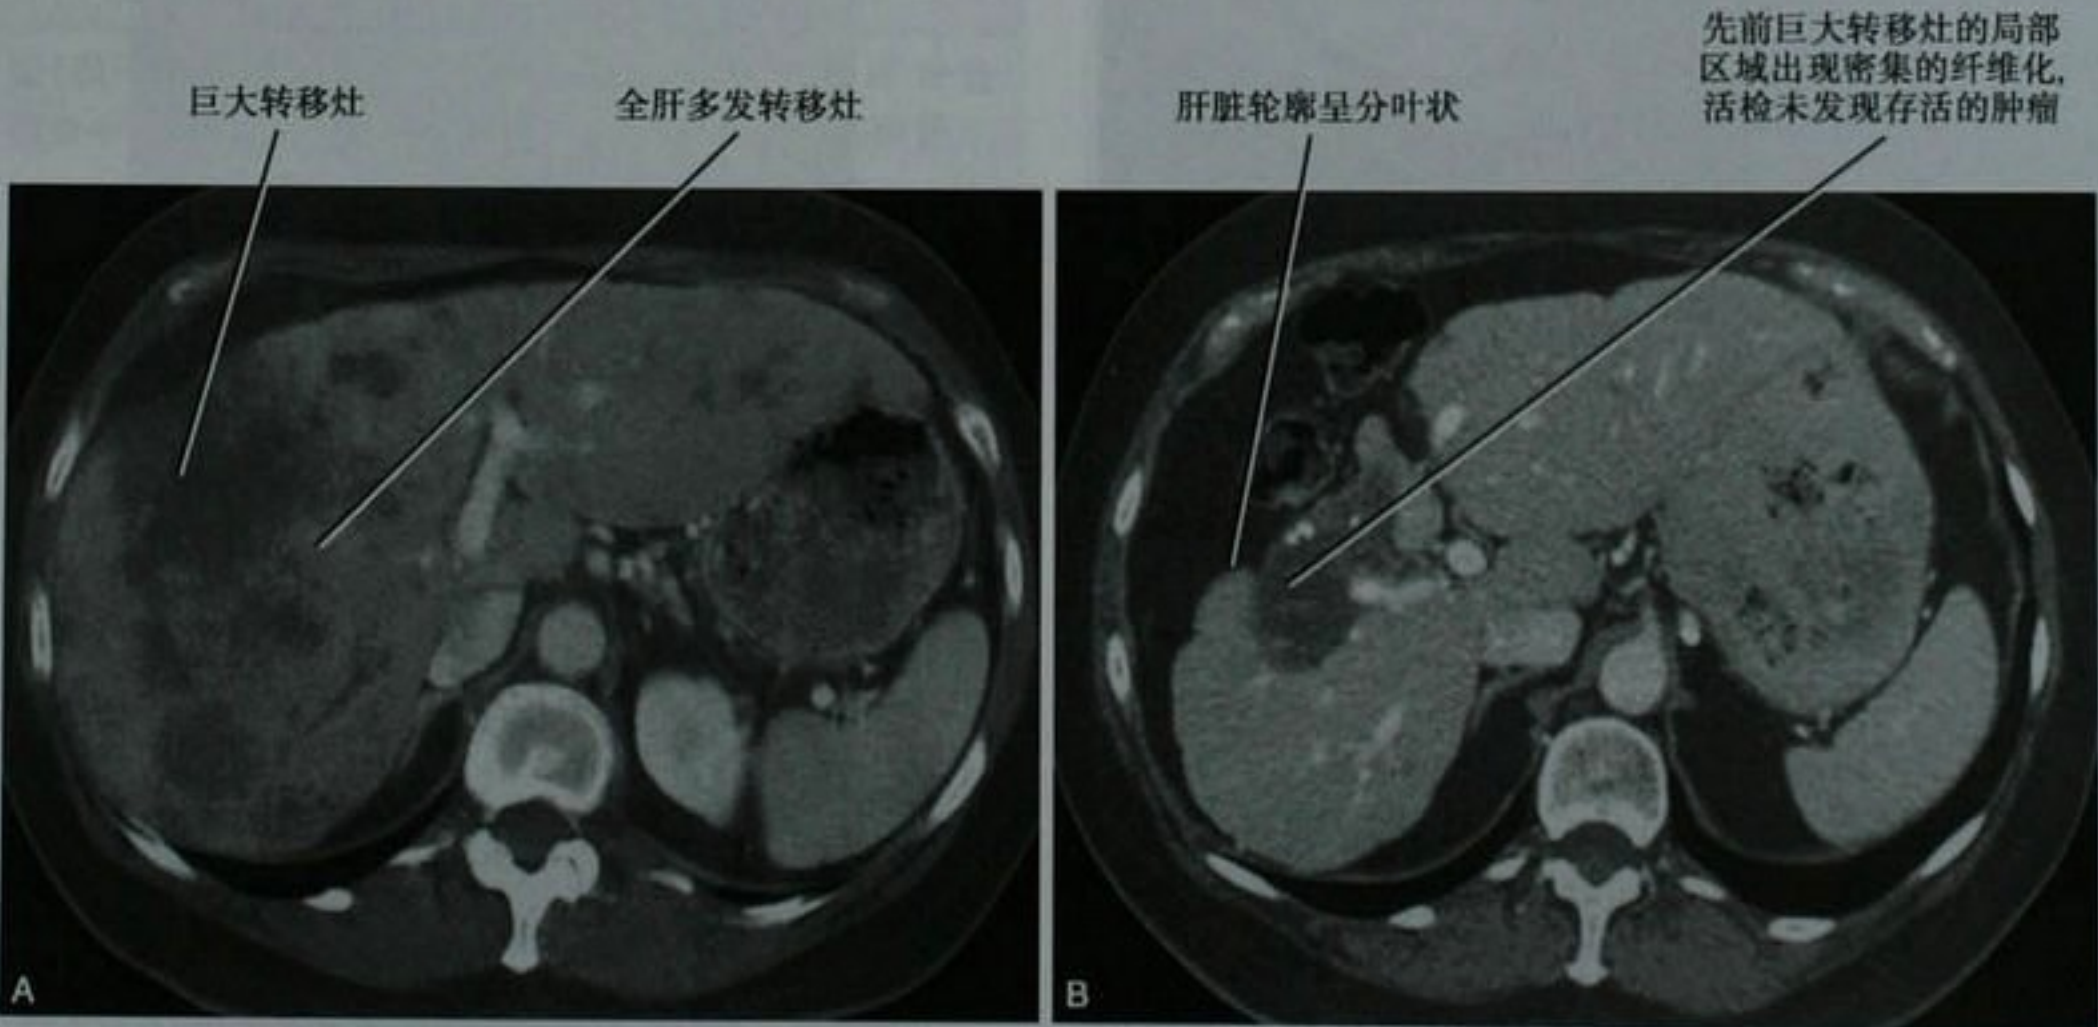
乳腺癌转移患者肝脏轴位增强 CT 治疗前(A)和治疗后数年(B)。注意肝脏经治疗后发生了肝硬化表现(B)
